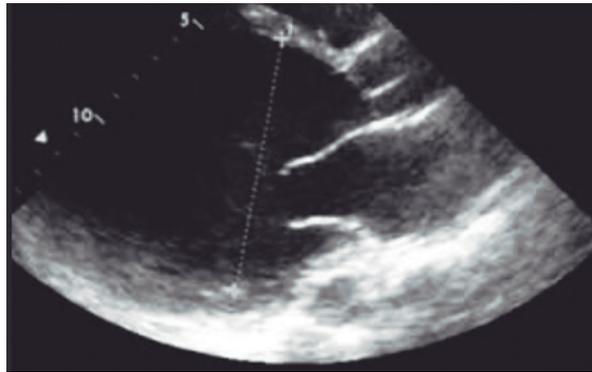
Ecocardiograma de miocardiopatía periparto. Dilatación significativa del ventrículo izquierdo con buena apertura de la mitral.
